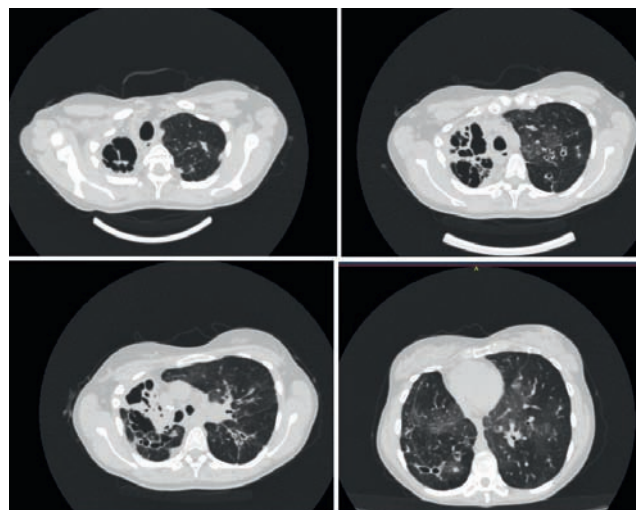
Компьютерная томограмма в динамике (клиническое наблюдение № 5) от 11.05.20
